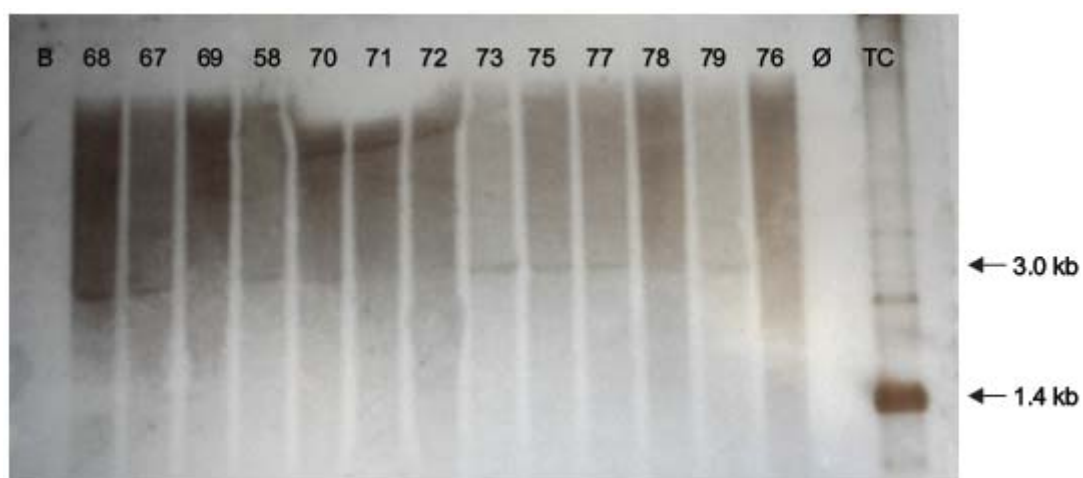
Identificação de banda de kDNA de *T. cruzi* no genoma humano pelo *Southern blot*. Note que os indivíduos 68, 67, 58, 70, 73, 75, 77, 78, e 79 da geração F₂ (Família D), formaram banda de 3 kb após hibridização com sonda radiomarcada específica de minicírculo de kDNA. O controle positivo (TC) obtido pela digestão do DNA do *T. cruzi* com *EcoRI*, forma banda de 1.4 kb. As setas indicam o peso molecular das bandas reconhecidas pela sonda.
